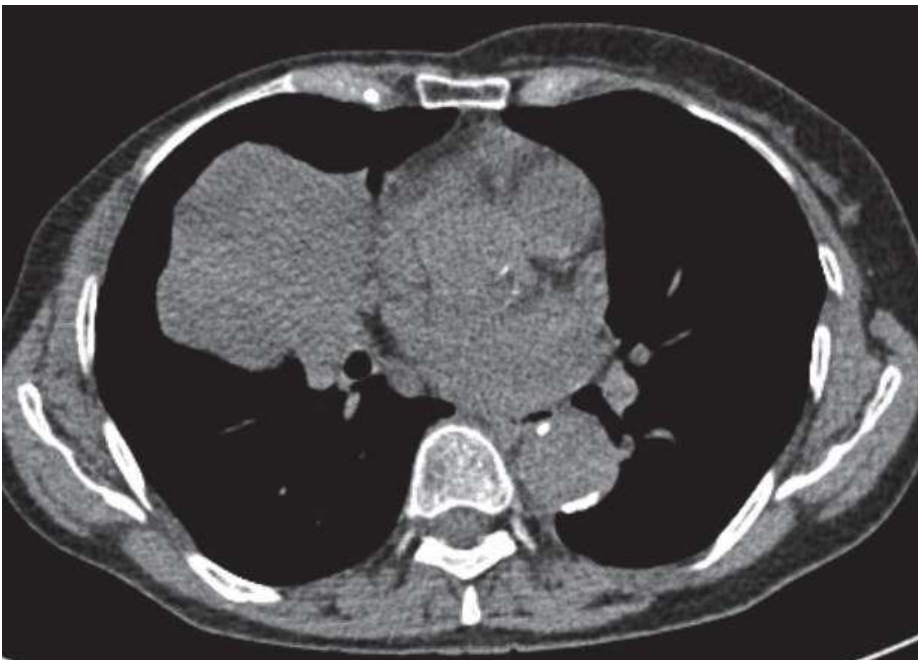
Odma opłucnowa stwierdzona bezpośrednio po wyjęciu igły widoczna w badaniu TK. W kontrolnym RTG dnia następnego – progresja wielkości komory odmowej ze wskazaniem do drenażu (źródło – zdjęcia własne).
